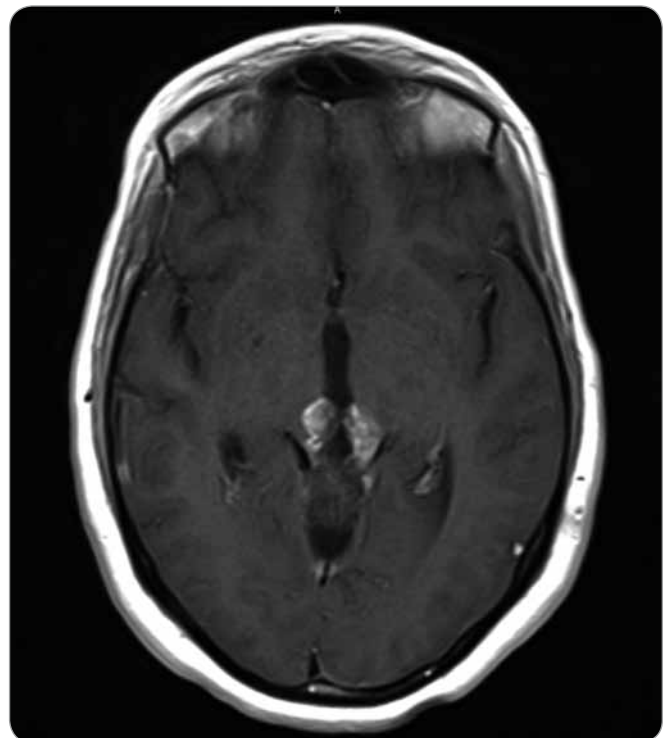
Postoperative transversal T1 MRI contrast enhanced section of the gross residual tumor (max. diameter of 2.6 cm).
